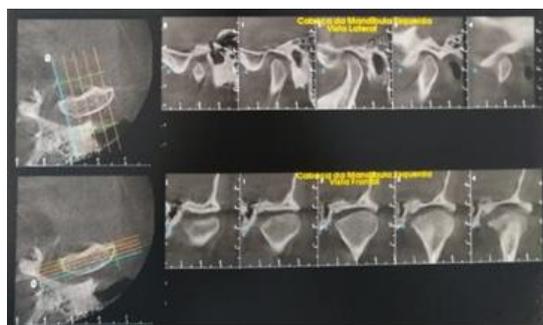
Tomografia Computadorizada – Cabeça da mandíbula esquerda. Aplainamento na face ântero-superior
